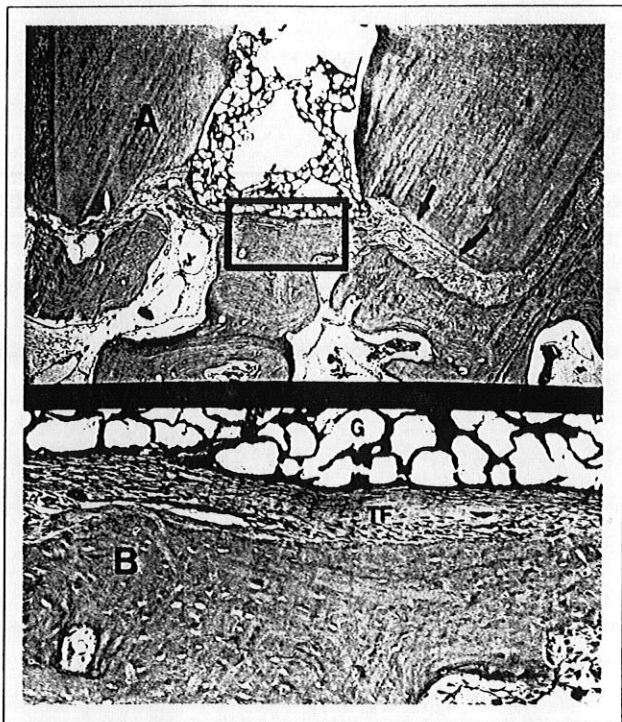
A: zona apical y periapical de un espécimen del grupo C, con ausencia de reacción inflamatoria. Se observa la neoformación de tejido óseo en la cavidad quirúrgica. Nótese la formación de cemento sobre la superficie dentinaria expuesta por la resección apical (flechas) (x4); B: mayor aumento del área encuadrada en A, donde se destaca la formación de tejido fibroso (TF) libre de reacción inflamatoria en contacto con la superficie de la gutapercha (G) (x40).
